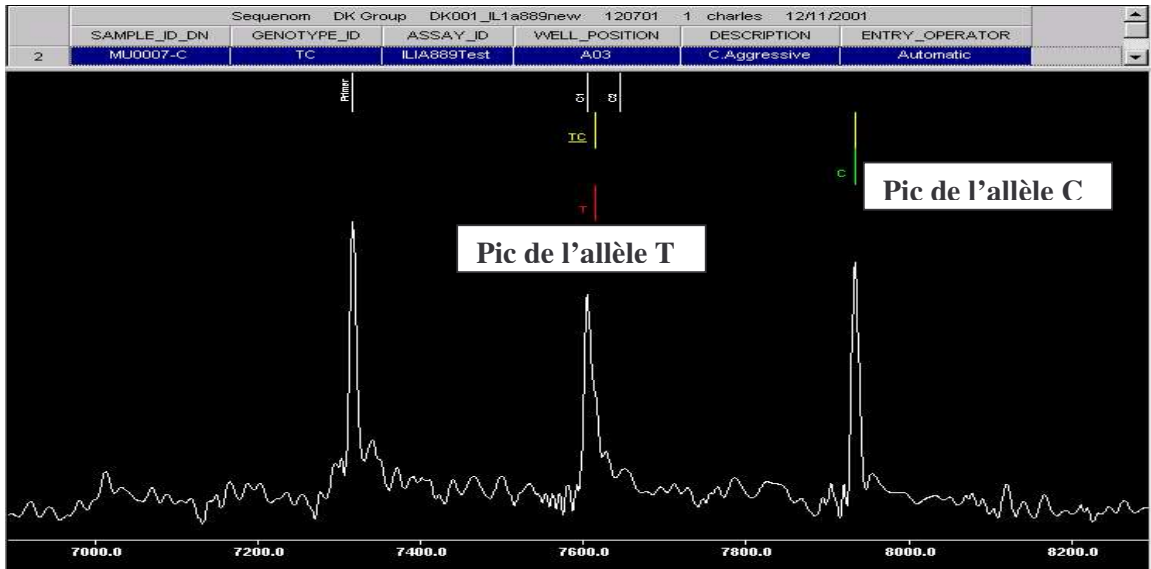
Exemple de représentation graphique (cas d'un hétérozygote CT de IL-1 a 889)
